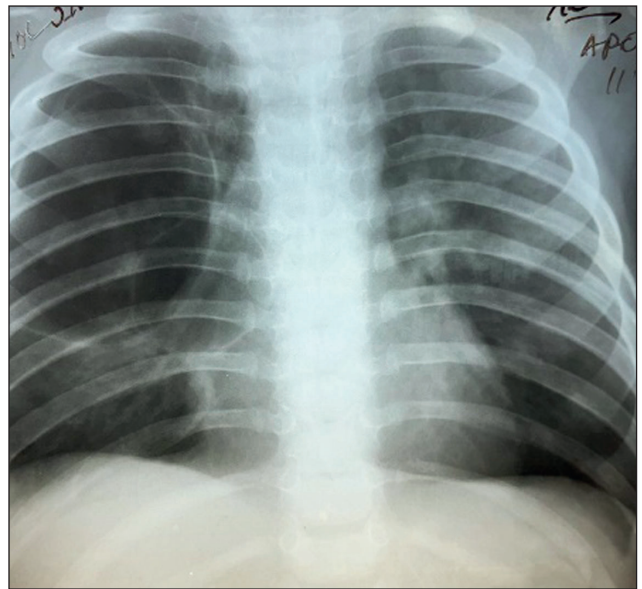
Рентгенологическая картина булл правого легкого
